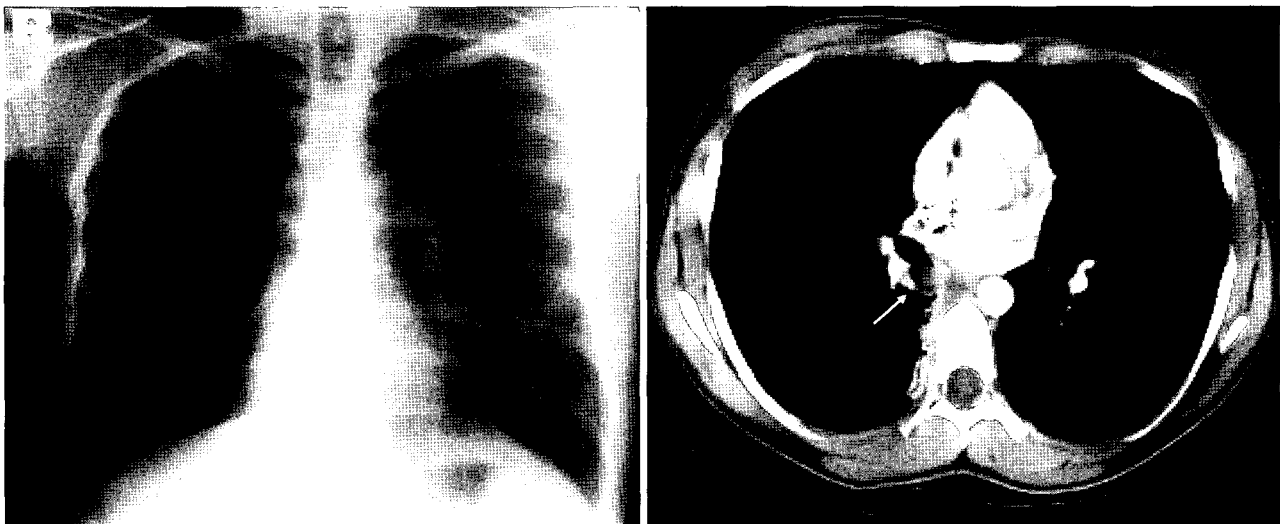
Chest PA shows partial atelectasis of RLL and chest CT shows a round mass within the right lower lobar bronchus.
